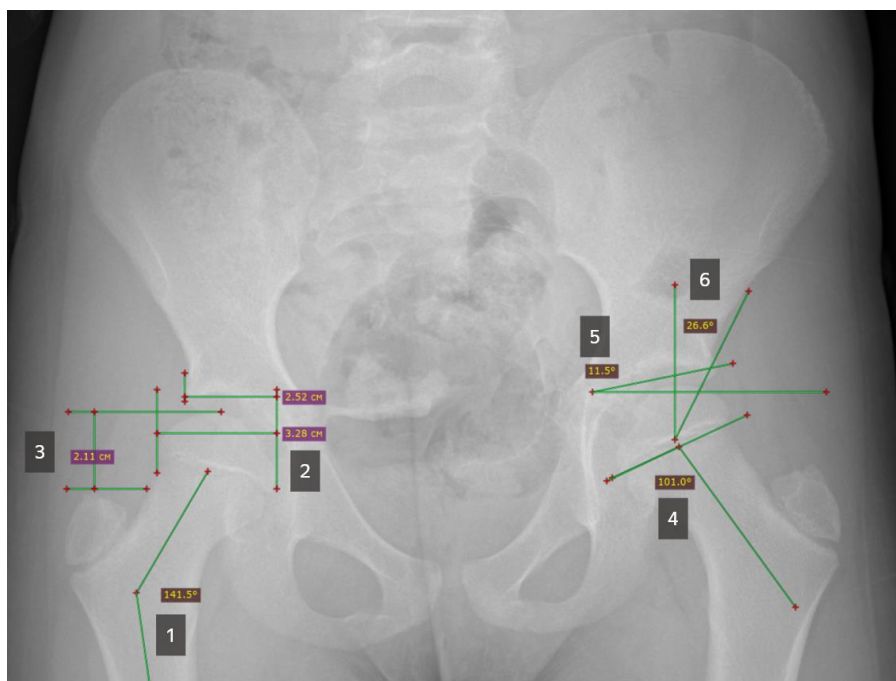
Рентгенанатомические измерения на переднезадней рентгенограмме тазобедренных суставов. 1 – измерение шейно-диафизарного угла, 2 – измерение коэффициента покрытия головки бедренной кости, 3 – измерение артикуло-трохантерной дистанции, 4 – измерение шейно-эпифизарного угла, 5 – измерение ацетабулярного индекса, 6 – измерение угла Виберга.
